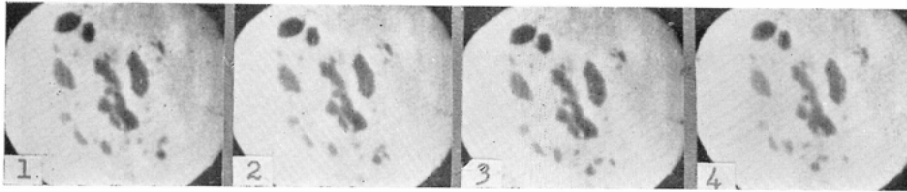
の(3) 閉塞後50時間における閉塞下部盲腸X線像. 盲腸内には斑点状のバリウム陰影が認められ, 緩徐に移動する.
